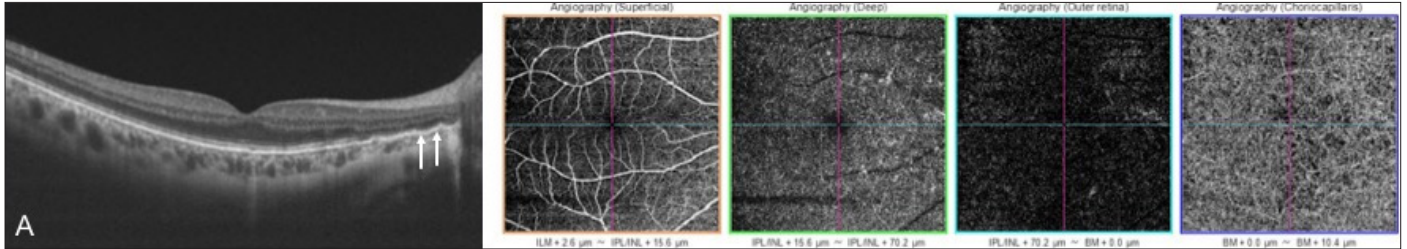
(A) Tomographie en cohérence optique et OCTA OD : épaissement du complexe EP-MB, irrégularité et fragmentation de la MB prédominant en péripapillaire avec des zones d'hyperréflexivité localisées (flèches blanches). Raréfaction du signal dans les couches profondes rétiniennes.
